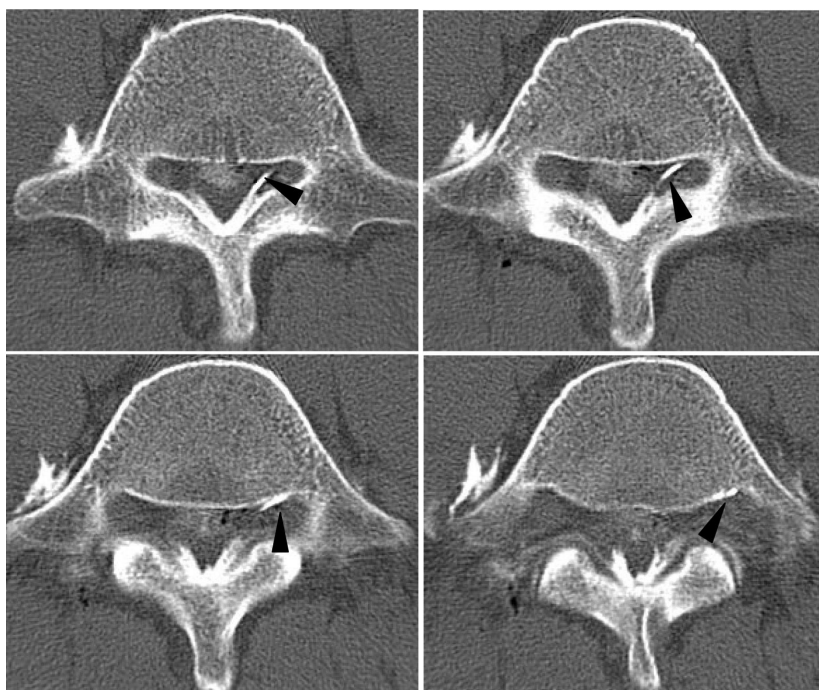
CT axial view at S1 level showing the path of catheter. The catheter was advanced through the space between dural sac and left S1. The catheter tip (black arrow head) is located at the ventrocaudal aspect of left S1 nerve root.
